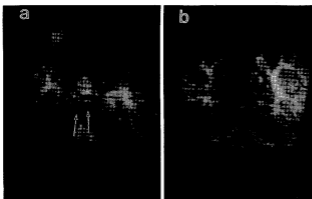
Brain MRI findings of the 4-year old patient. T2-weighted (TR 2500 ms, TE 90 ms) axial (a) and coronal (b) image shows diffuse high intensity signal from white matter of the cerebral and cerebellar hemisphere (arrow head) and corticospinal tract (arrow).
